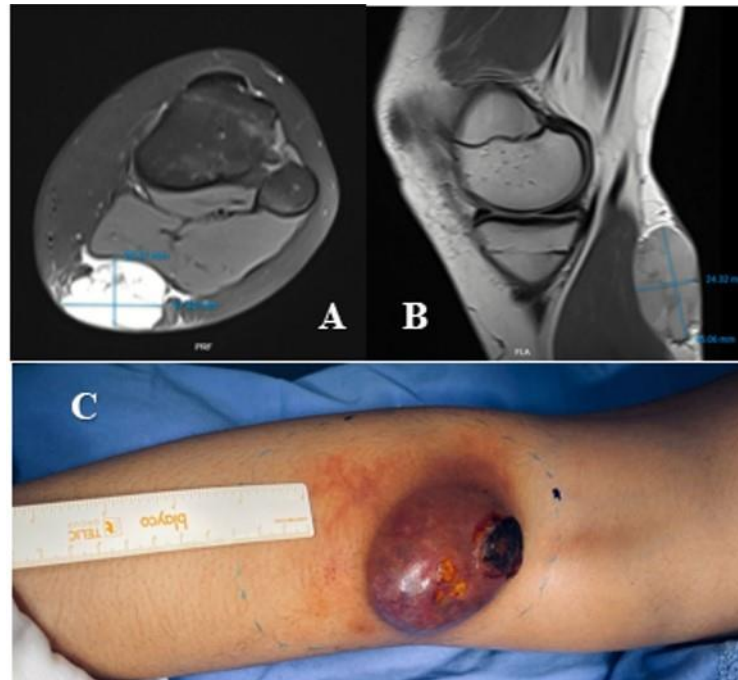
A y B: Corte transverso y sagital de resonancia magnética, donde se evidencia localización y dimensiones tumorales. C: Fotografía clínica donde se evidencia tumoración que compromete de manera importante la piel con áreas de necrosis.
